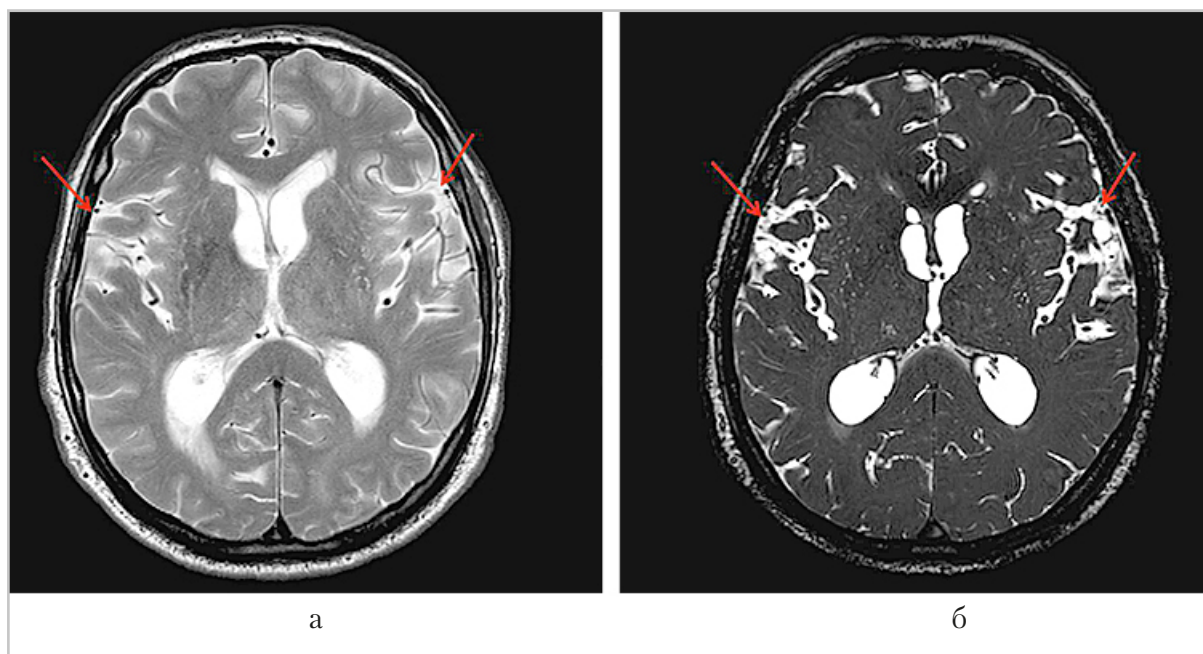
МР-томограммы пациента 76 лет с прогрессирующей клиникой гипертензионно-гидроцефального синдрома, с перенесенным лептоменингитом в анамнезе: *а* – рутинное T2-ВИ в аксиальной плоскости – расширение боковых желудочков головного мозга, перивентрикулярное повышение интенсивности сигнала в белом веществе, субарахноидальное пространство в области латеральных борозд без значимых изменений (*стрелки*); *б* – тонкосрезовая методика CSF-DRIVE в аксиальной плоскости: визуализируются мелкокистозные и спаечные изменения в области боковых щелей (*стрелки*)
